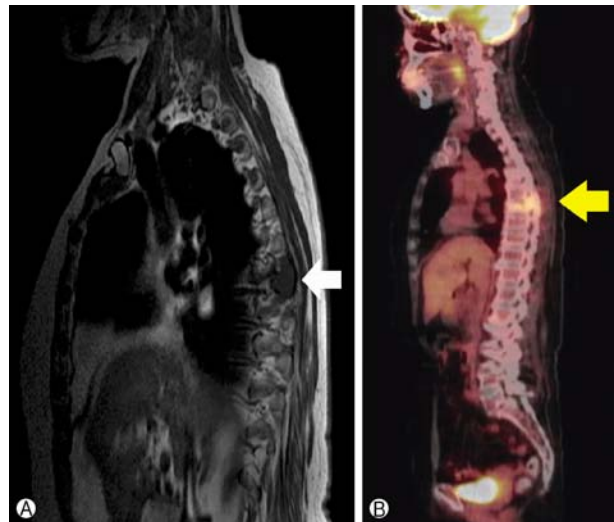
Recurrence in the T7 vertebral area. A 46 \times 29 \times 26 mm osteolytic, mass involving the right T7 body, neural arch, paravertebral space, epidural space, and right 7th rib with cord compression. (A) Magnetic resonance imaging (arrow), (B) Positron emission tomography-computed tomography imaging (arrow).
